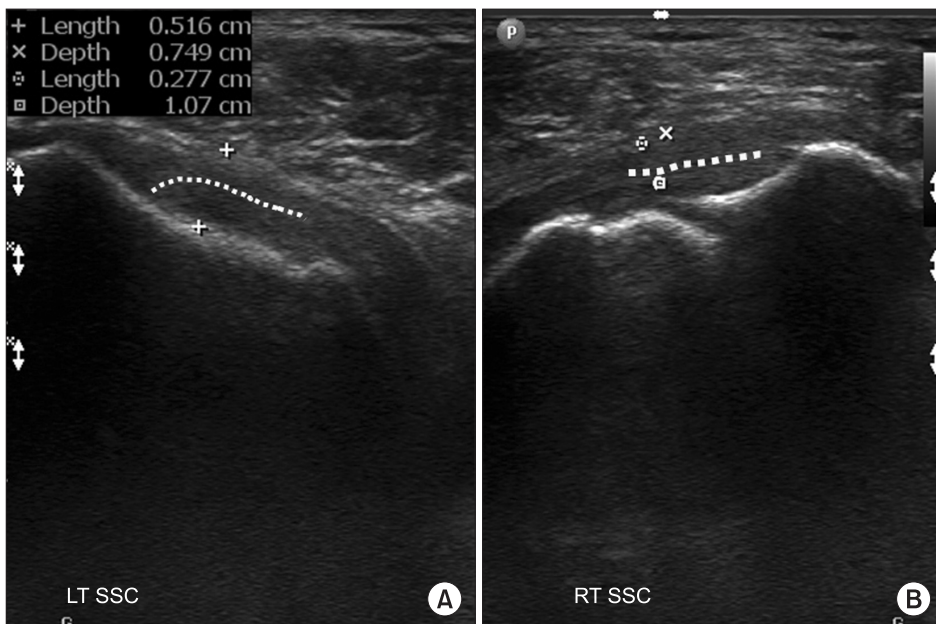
Ultrasonography of the long axis of the SSC showing a normal insertion pattern (LT) (A) and the parallel pattern of tear (RT) (B). Dotted lines show the fiber pattern. LT, left; RT, right; SSC, subscapularis.
